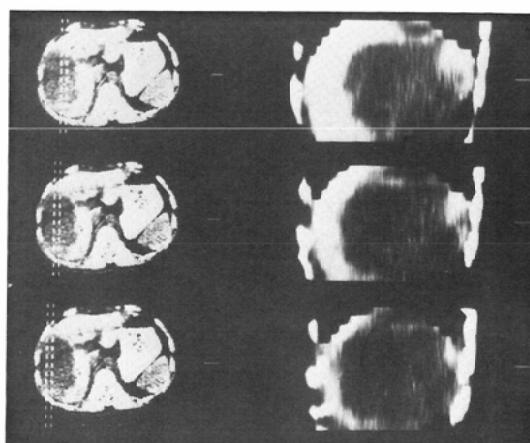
Sagittal images (X-ray CT) of case 1
